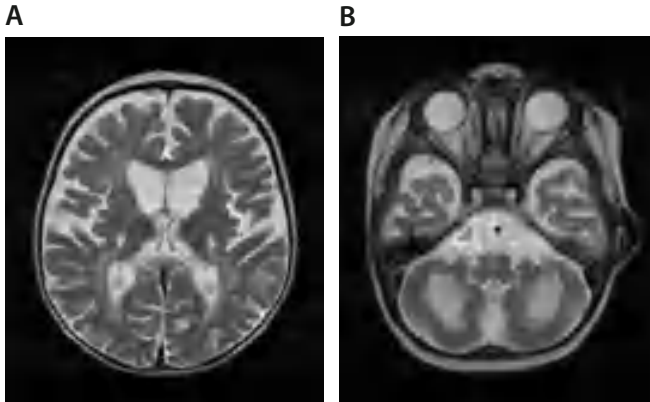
Leukodystrofia metachromatyczna u 3-letniego chłopca we wczesnej fazie choroby, w 3. miesiącu od zachorowania. RM – hiperintensywność istoty białej w sekwencjach T2-zależnych, widoczny zachowany zrąb włókien nerwowych.
